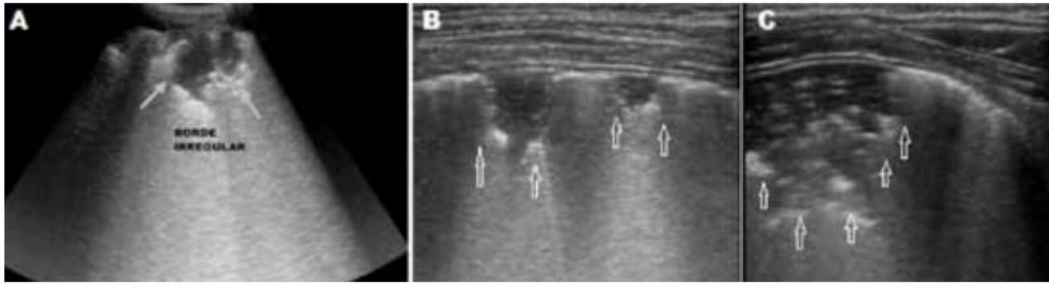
Ecografía pulmonar. Signo del límite irregular o de los bordes fragmentados modo B⁵.
